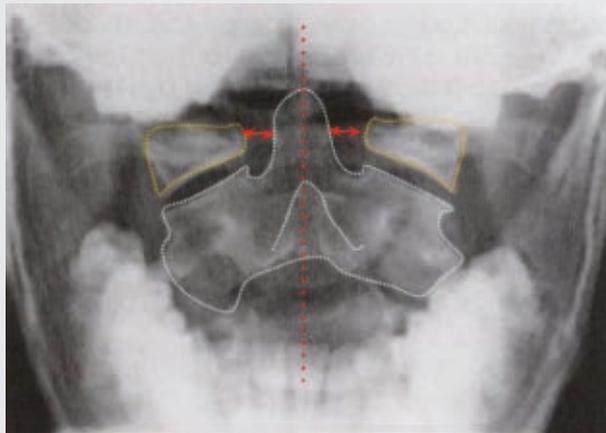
Evaluación de la radiografía frontal transoral.
